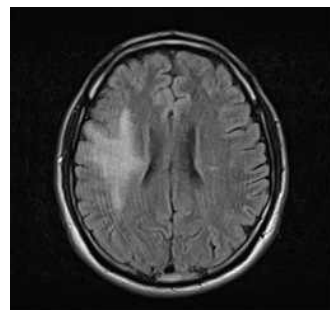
B-MRI T2 flair (2015.09.22).
